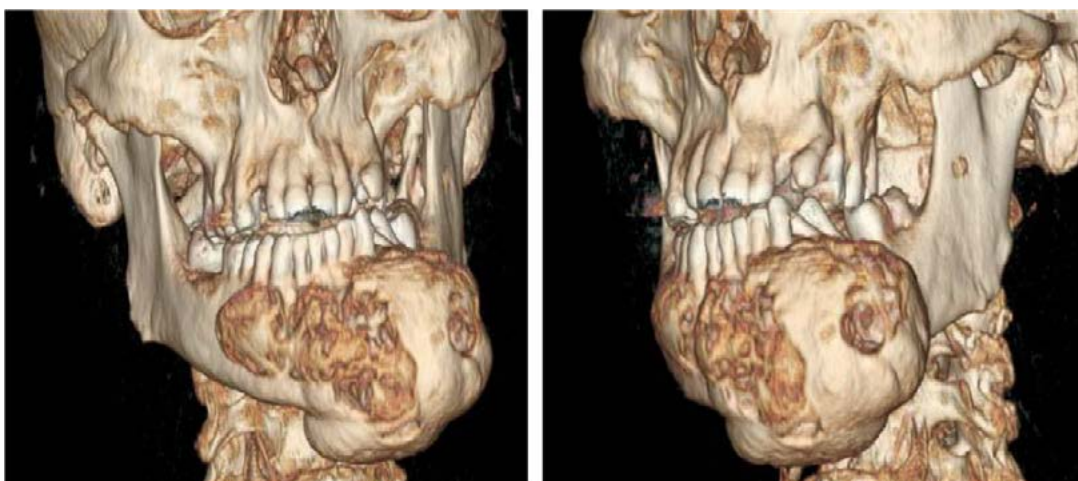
Пациент Ш., 57 лет. МСКТ лицевого скелета (3 D формат) до оперативного лечения
